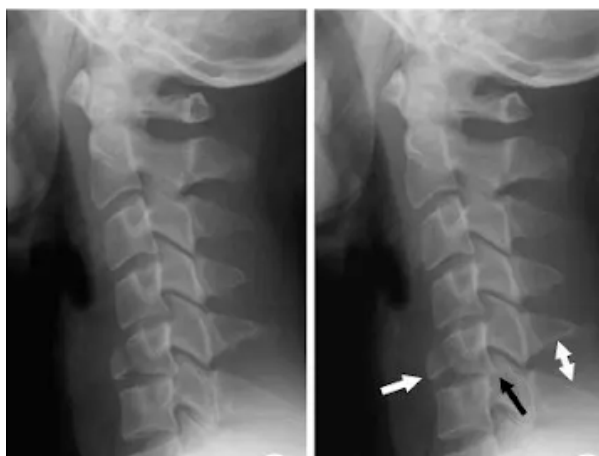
Radiografía lateral columna cervical evidenciándose fracturas que afectan al tercio anterior del cuerpo vertebral de C5
